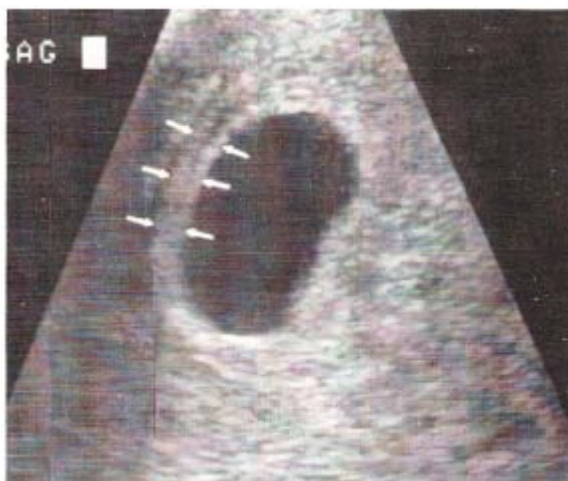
A pesar de que el diámetro promedio del saco es de 13 mm, la ecografía transvaginal no detectó el saco vitelino o el embrión. Esta apariencia es diagnóstica de un embarazo que fracasó. Obsérvese el signo del saco de la doble decidua (entre flechas), que confirma la presencia de un saco gestacional intrauterino y no un saco pseudogestacional que sería resultado de un embarazo ectópico (272).
